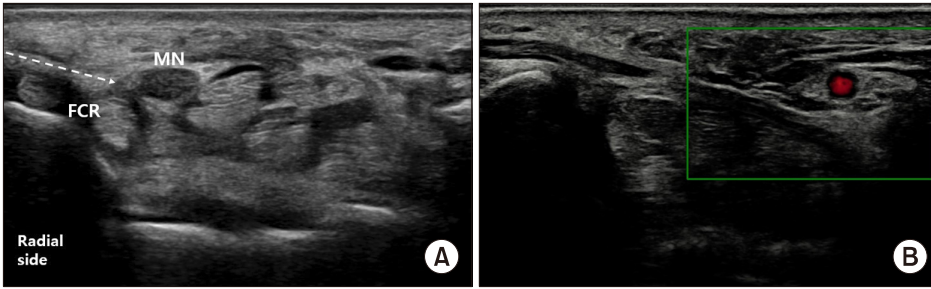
In-plane ultrasound injection. A needle approach from the ulnar side is preferred. This is because there is a possibility of damage to the FCR tendon when approaching from the radial side (A). However, caution is needed for the ulnar artery and nerve on the ulnar side as well (B). FCR: flexor carpi radialis, MN: median nerve.
